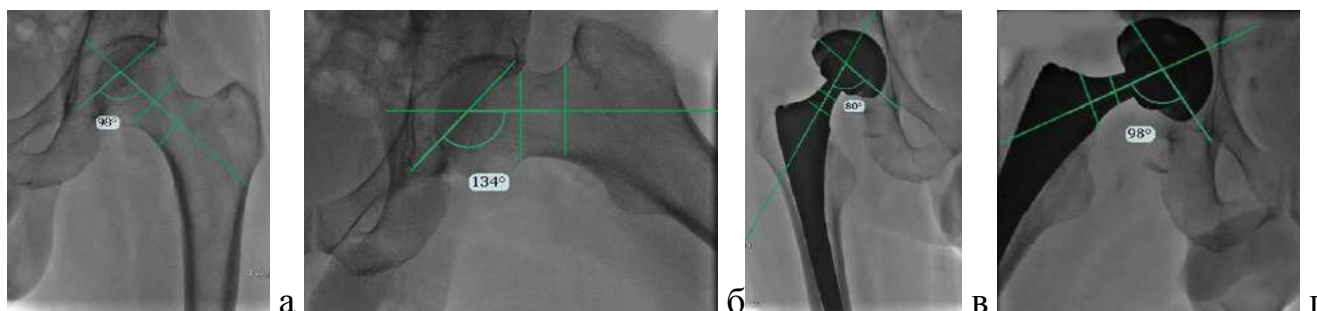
Данные рентгенокинематографии. ♂, 53 года; а, б – движения в левом тазобедренном суставе во фронтальной плоскости (приведение/отведение); в, г - движения в правом тазобедренном суставе
